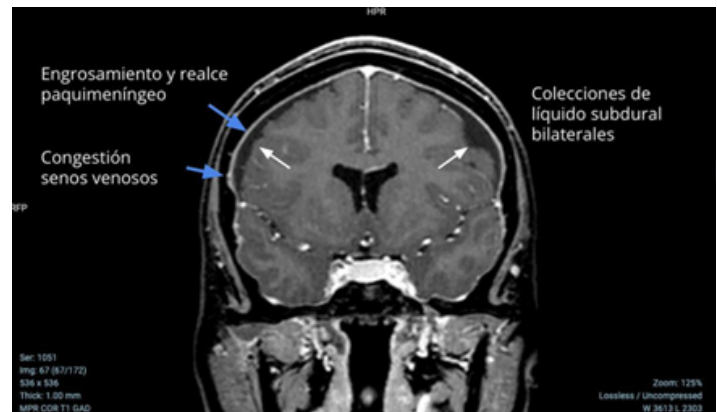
Características radiológicas en corte coronal de resonancia magnética con contraste, sugerentes de SIH en la paciente del caso.
